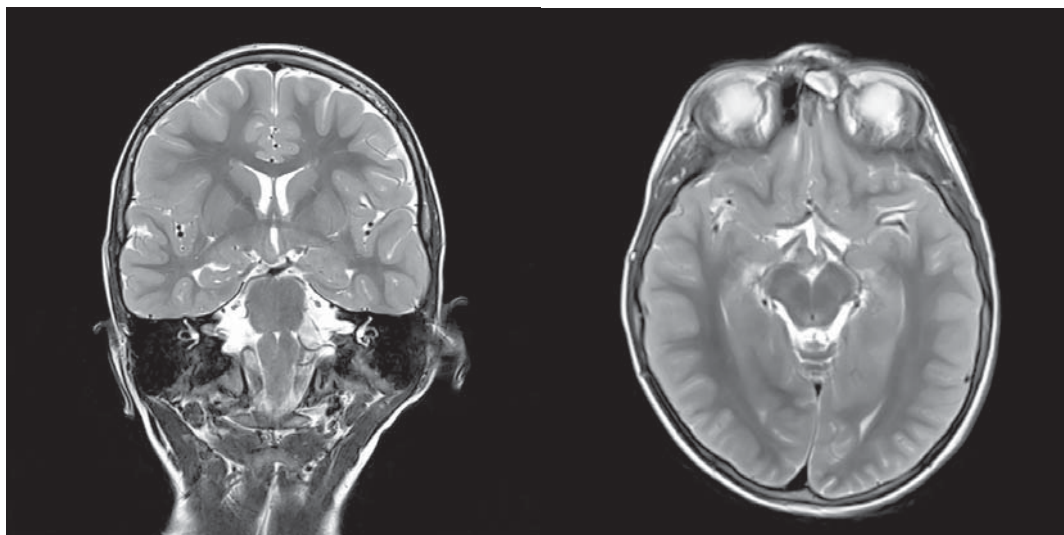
IRM T2WI în plan coronar și axial prezintă formațiune bine delimitată în regiunea corpului mamilar drept
